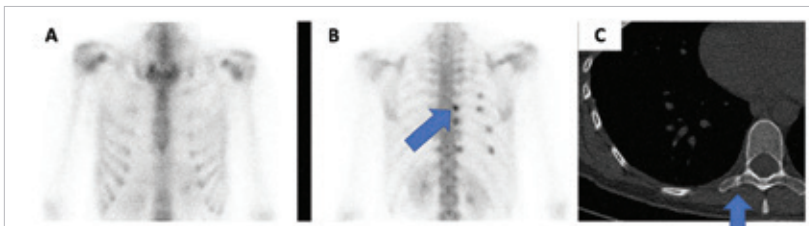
Fractures costales multiples à l'hémithorax droit bien démontrées sur les images osseuses tardives (A et B). Également, des fractures des apophyses transverses droites (flèches bleues) sont présentes. L'image TDM de faible dose (C) confirme un des foyers sur l'image B.
